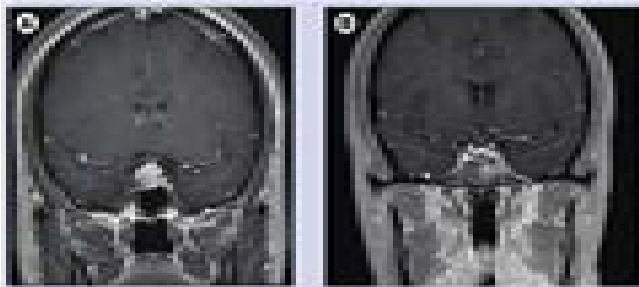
Prä- und postoperativer MRI Befund
